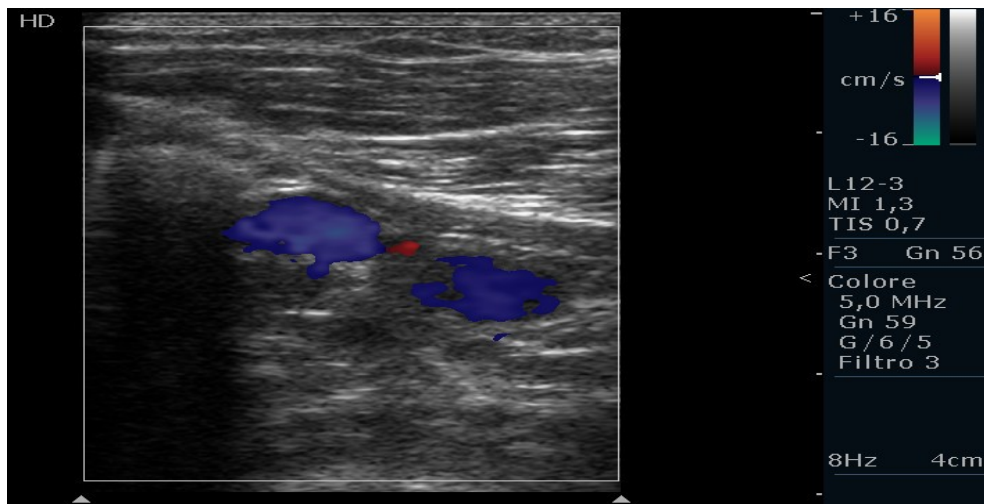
immagine ecografica di vene (blu) e arteria (rossa) peroniere normali con scansione trasversale analizzate con tecnica color Doppler
